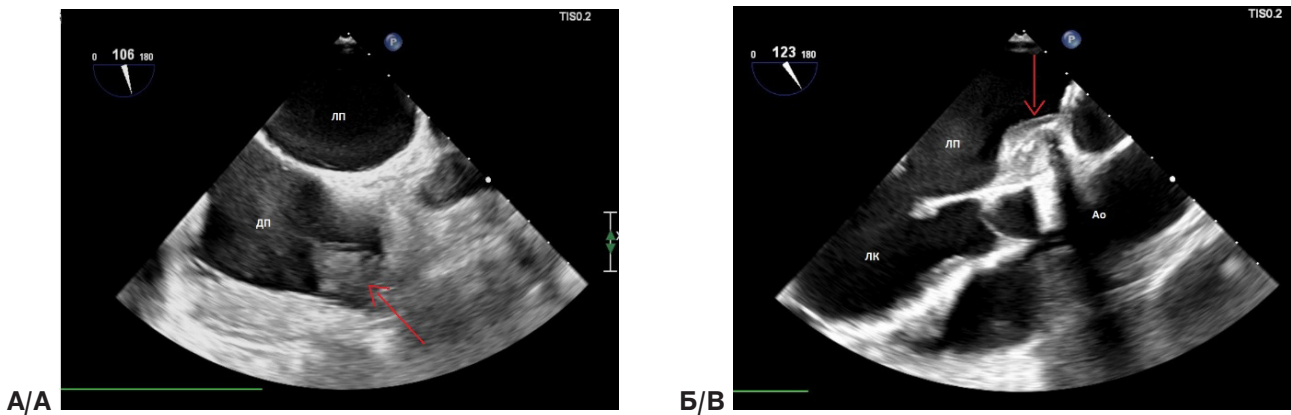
Transthoracic echocardiography – formation in the left atrium
